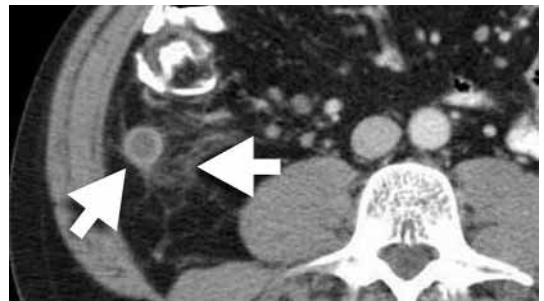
Apendicitis aguda edematosa. Examen TC axial tras administración de contraste. A nivel paracecal derecho se objetiva una imagen tubuliforme que se realza a nivel mural y que corresponde al apéndice inflamado. Mínimo borramiento de grasa periapendicular (flechas).
